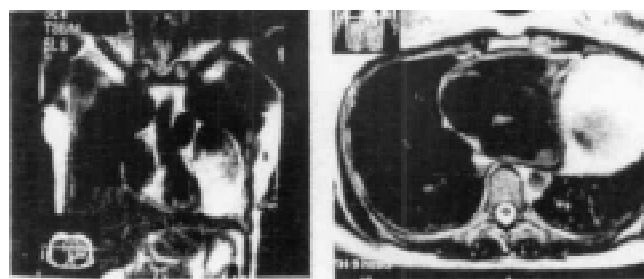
Magnetic resonance image of the heart demonstrating the left atrial appendage aneurysm (A) frontal plane (B) transverse plane.
